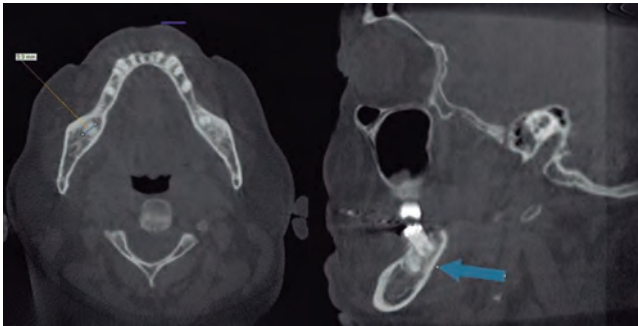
TC. Lesión radio-opaca. Cuerpo mandibular derecho.
